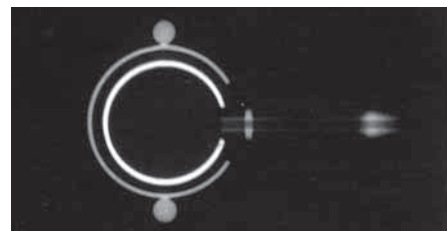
Top or bottom view x-ray image of the LAP-BAND AP™ System Large Access Port II
